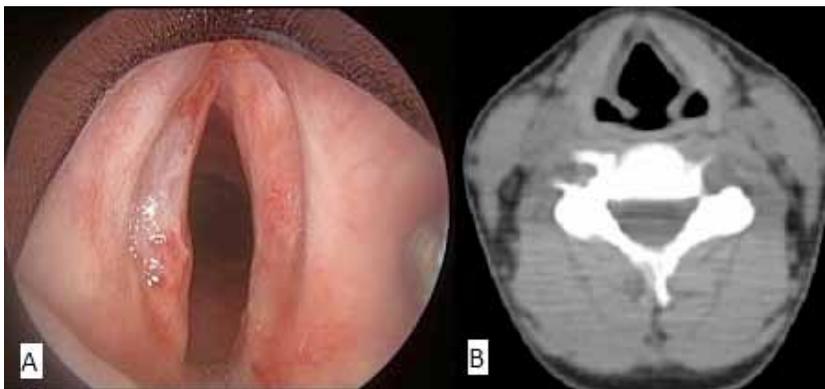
Postratamiento. A. Imagen endoscópica. B. Tomografía computada, corte axial.
